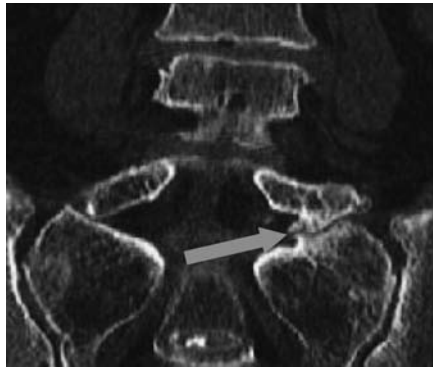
CT reconstruction: coronal view
